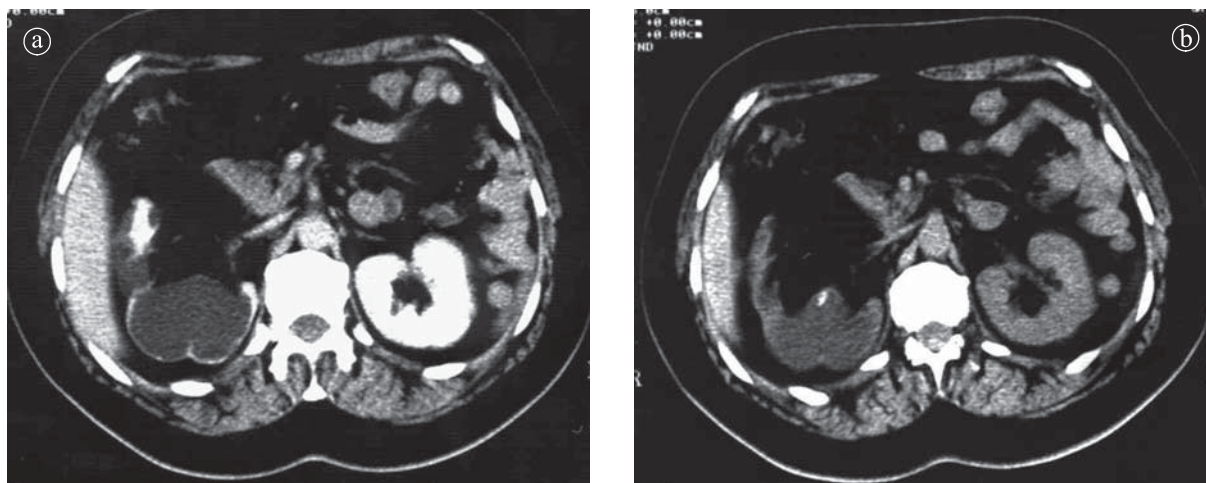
Secțiune axială CT. Pionefroză. a) secțiune precontrast b) secțiune postcontrast.
